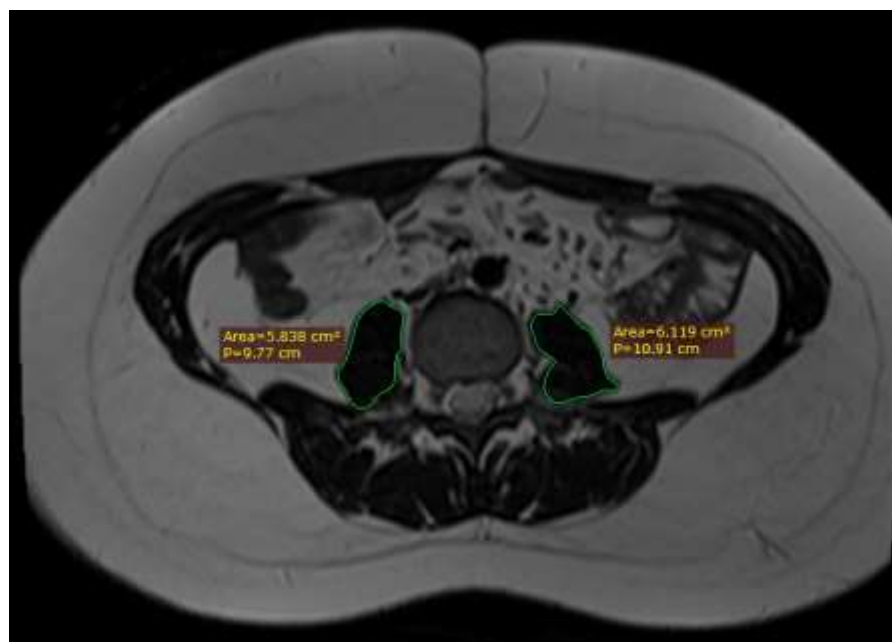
Данные МРТ органов брюшной полости у пациентки с ЯК.
